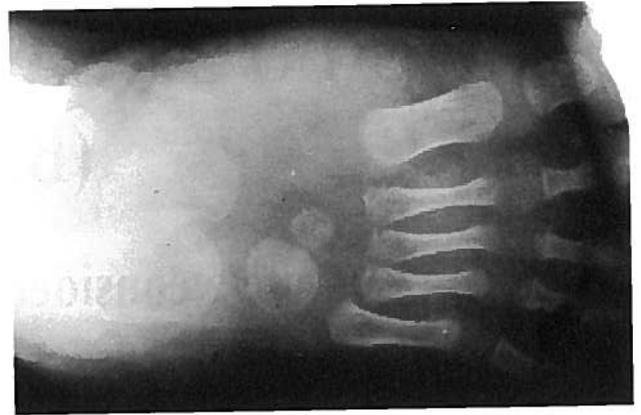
Radiografia e Cintilograma ósseo iniciais, revelando aumento das partes moles e hiperfixação do radiofármaco na região metatarsiana esquerda, respectivamente.
